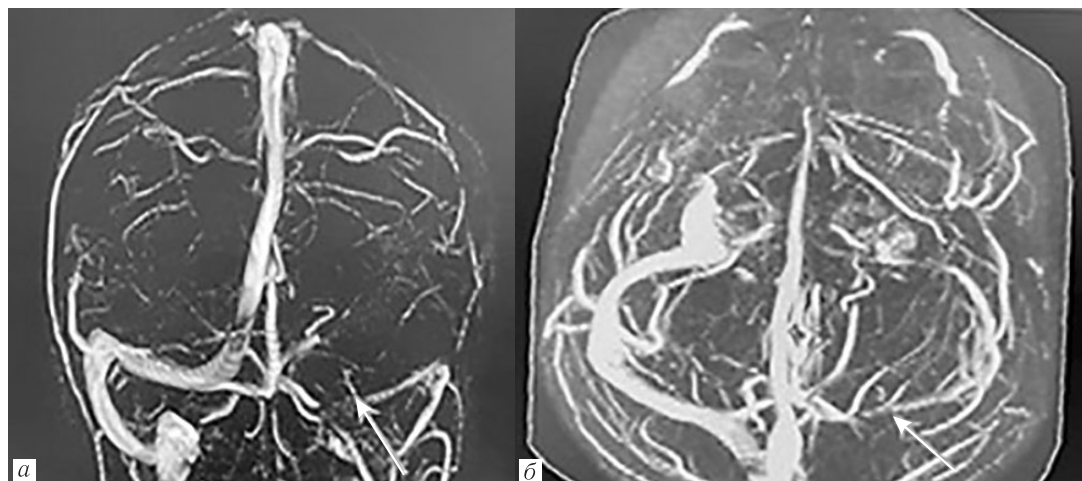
МРТ-головного мозга и МР-венография после лечения (через 6 месяцев): МР-венографическая картина частичного восстановления кровотока в левом поперечном и сигмовидном синусах (а, б)
